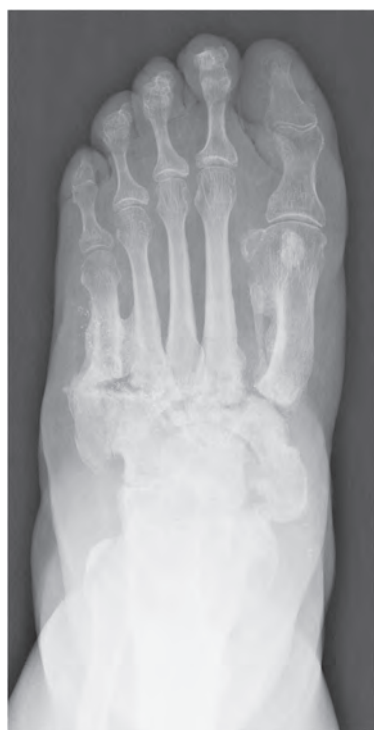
Рентгенограмма левой стопы больной П. через 18 мес после операции. Прямая проекция (пояснения в тексте)
